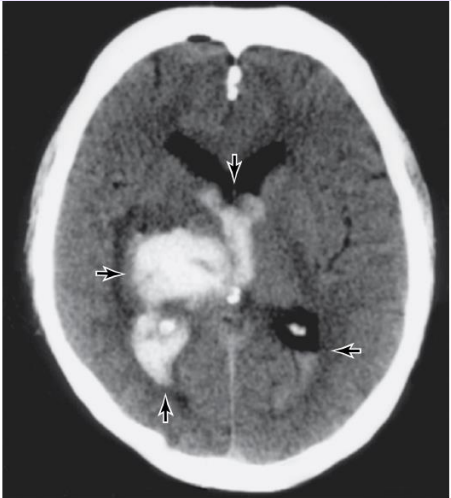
CT en hemorragia intracerebral hipertensiva. La sangre se observa como una señal de alta densidad en el sitio de hemorragia en el tálamo (flecha izquierda) y su extensión hacia el tercer ventrículo (flecha superior) y las astas occipitales de los ventrículos laterales ipsolateral (flecha inferior) y contralateral (flecha derecha). (Reproducida, con autorización, de Greenberg DA, et al. (eds.). *Clinical Neurology*, 8a ed. McGraw-Hill, 2012.)
